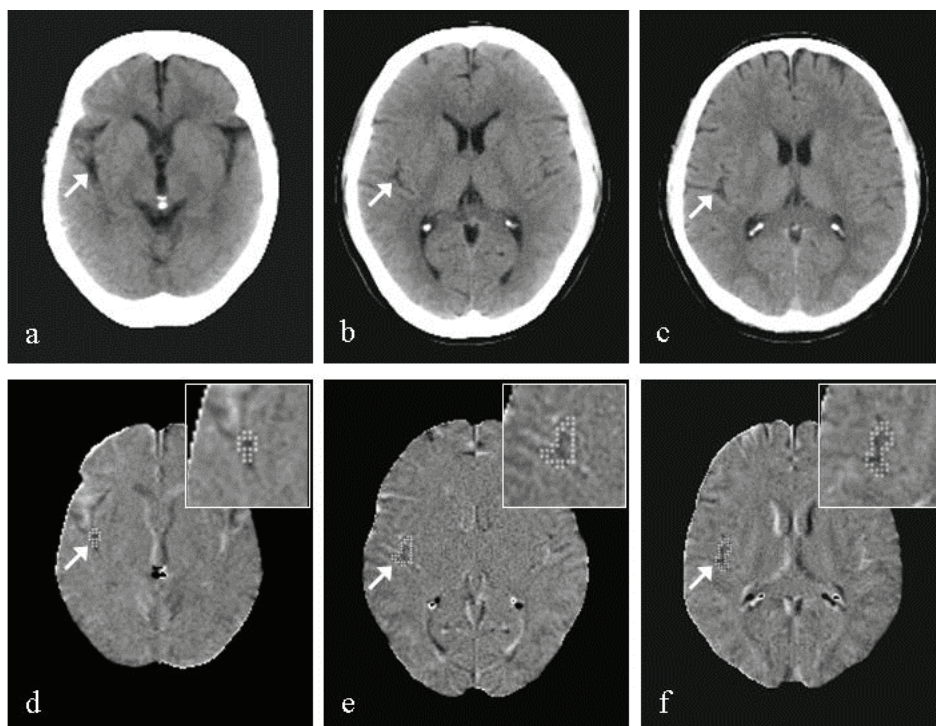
本 CAD システムで誤って検出された偽陽性を伴う 3 症例. (a), (b), (c) 回転・移動補正を施した CT 体積データ, (d), (e), (f) CAD 出力画像 (点線: 検出された偽陽性領域).
